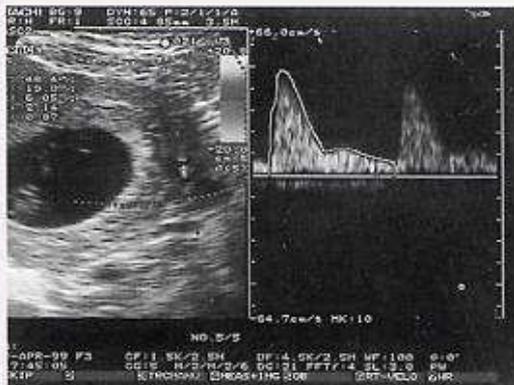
L'immagine ecografica mostra un indice di resistenza che, per l'epoca ancora precoce di gravidanza (9^a settimana), risulta ancora elevato.
